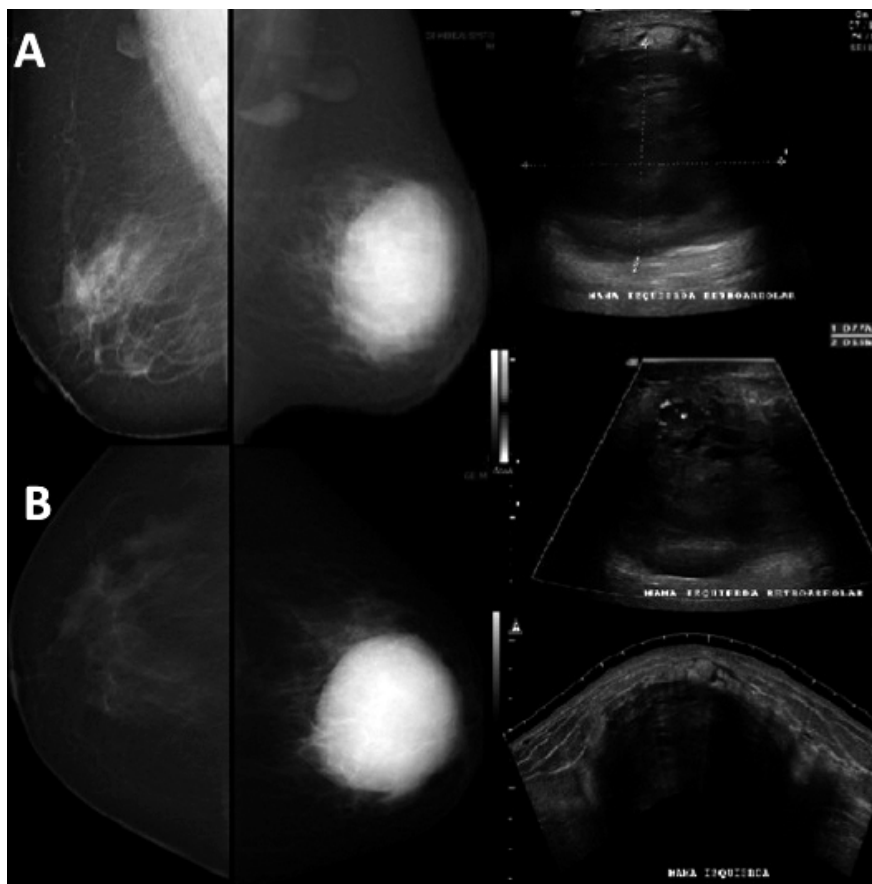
Evaluación de respuesta a tratamiento del carcinoma inflamatorio de la mama. A. Evaluación inicial de paciente con mastografía y ultrasonido para caracterizar lesión en la mama izquierda. B. Evaluación ultrasonográfica posterior a tres ciclos de quimioterapia donde se observa disminución considerable de la lesión.
